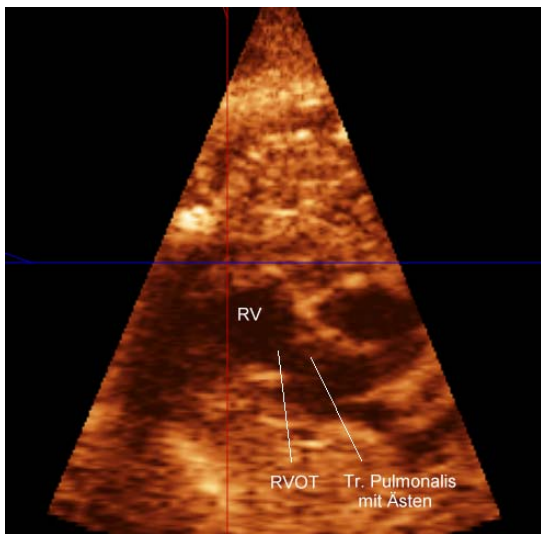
Rechtsventrikulärer Ausflusstrakt in der 3D-Echtzeitechokardiographie
